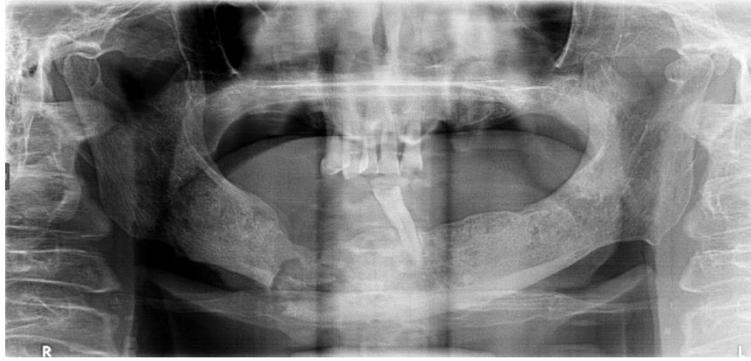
Radiografia final com estabilização óssea, sem sinais de infecção e com neoformação óssea satisfatória.
